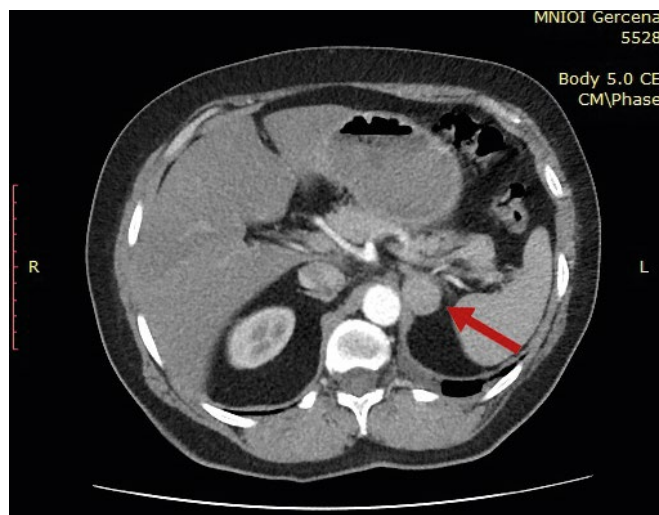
Компьютерная томография органов брюшной полости у пациентки с аденомой левого надпочечника, аксиальная плоскость.
